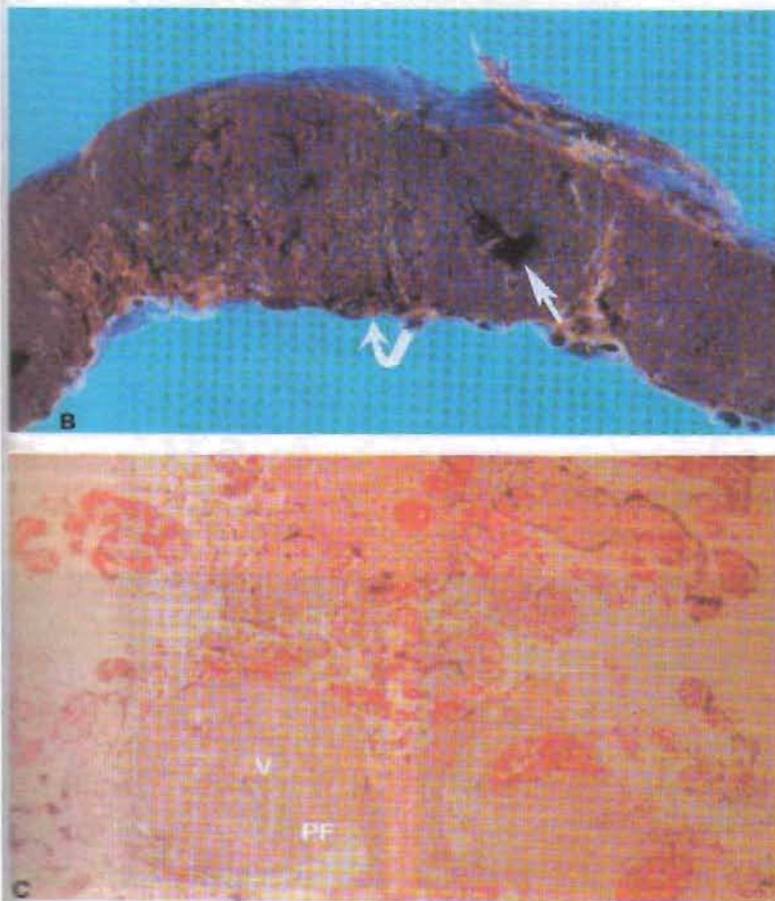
FIG III Calcificaciones Placentarias por ecografía
